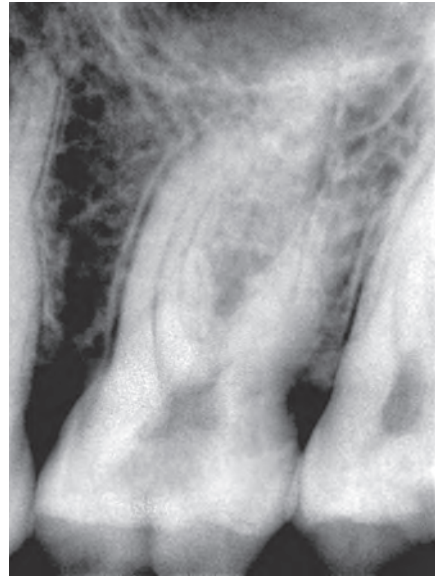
Внутриротовая периапикальная рентгенограмма. Тень кариозной полости на жевательной поверхности коронки зуба 2.6 наслаивается на полость зуба
